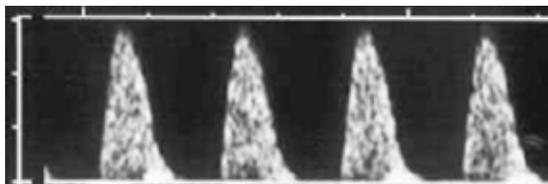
Doppler de arteria umbilical con ausencia de diástole (semana 37 de gestación).
